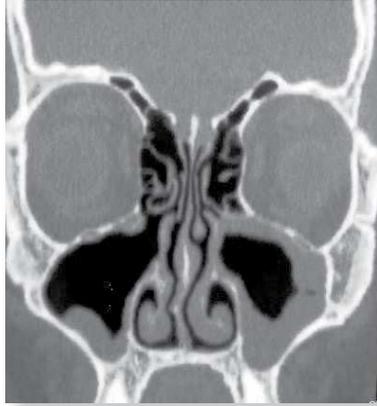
Corte coronal de tomografia computadorizada dos seios paranasais. Observa-se espessamento do seio maxilar, principalmente à esquerda, em um paciente com rinossinusite crônica.
